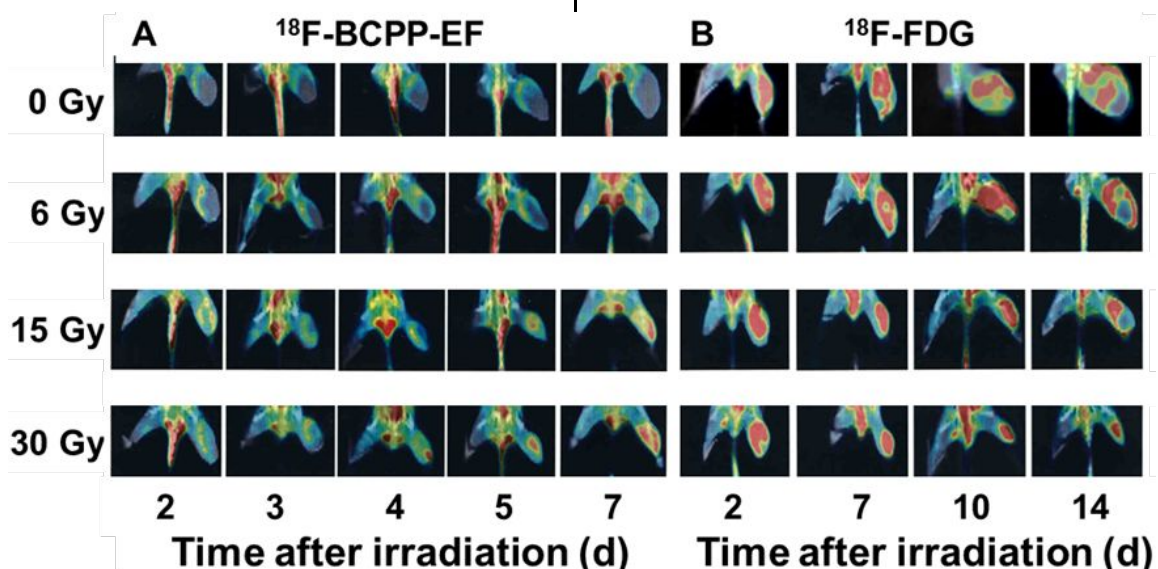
$^{18}\text{F}$ -BCPP-EF (A) または、 $^{18}\text{F}$ -FDG (B) 投与後の PET 画像
